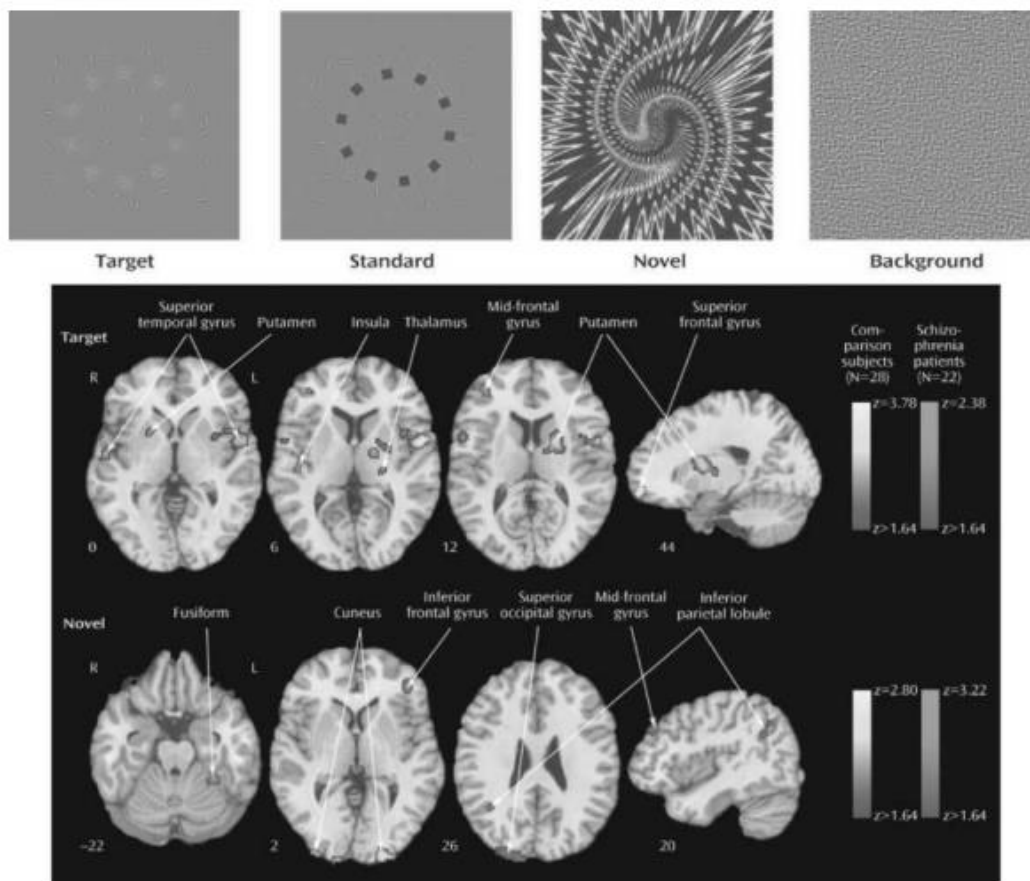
Examples of stimuli used in “oddball” studies of attentional processing (top) and contrast images of patients with schizophrenia and comparison subjects for target and novel stimuli. Greater activation in patients is depicted by the scale on the right, whereas greater activation in comparison subjects is shown by the scale on the left. Images are in radiological convention (left hemisphere to viewer’s right). (See eBook for color image.) (Reprinted with permission from Gur RE, Turetsky BI, Loughhead J, et al. Visual attention circuitry in schizophrenia investigated with oddball event-related functional magnetic resonance imaging. *Am J Psychiatry*. 2007;164(3):442–449. (Copyright © 2007). American Psychiatric Association. All Rights Reserved. doi: 10. 1176/ajp. 2007. 164. 3. 442.)
